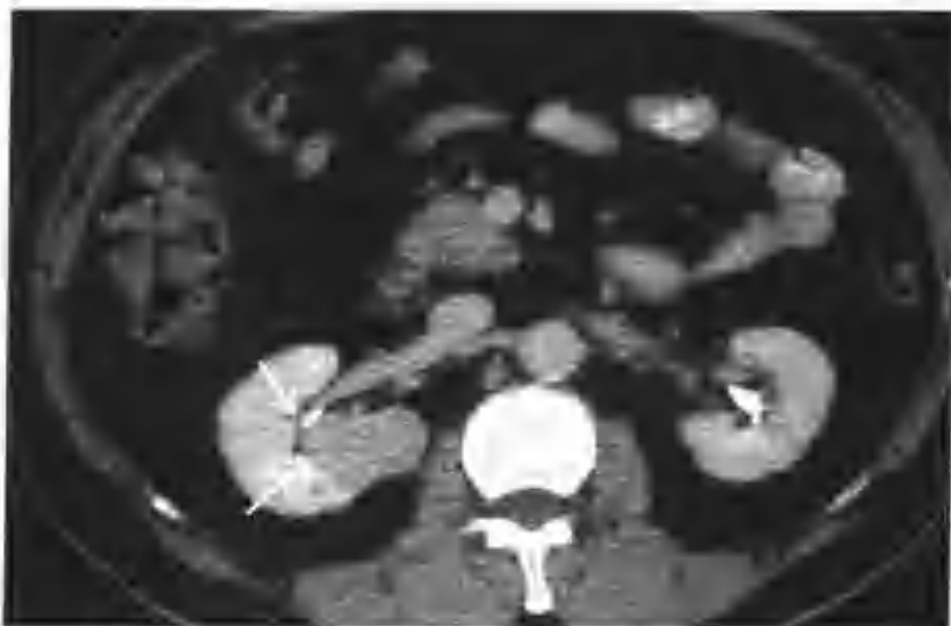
与图3-1-60为同一病例，肾盂期肿瘤强化进一步减低，CT值99~106HU，邻近肾盂、肾盏、肾窦脂肪受压（箭头）
